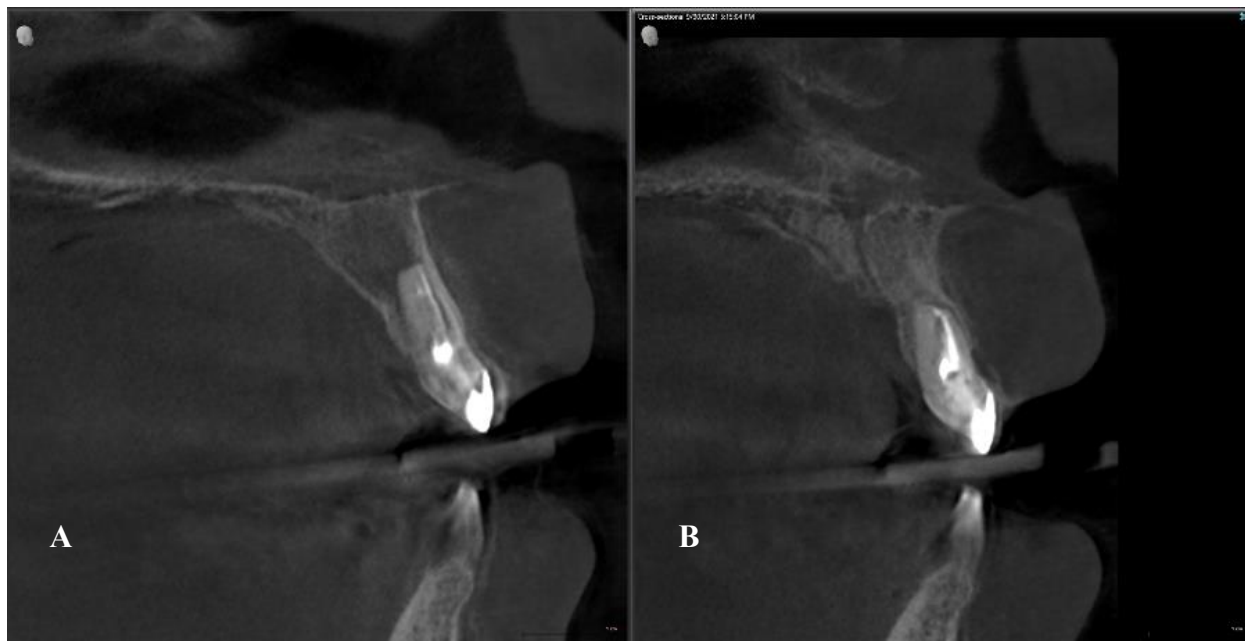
Examinarea comparativă CBCT în secțiune sagitală. A. Preoperator. B. 12 luni postoperator. (Cazuistica Omni Dent)
